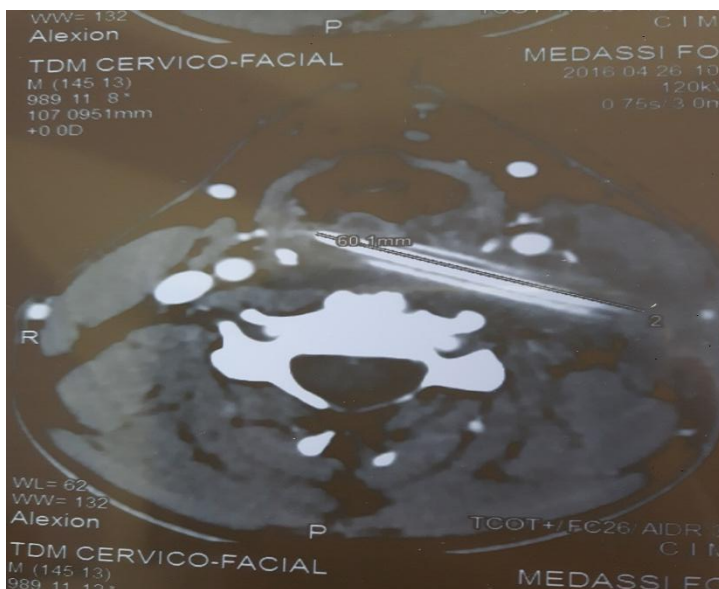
Image TDM en coupe axiale montrant les rapports vasculo-nerveux du corps étranger (crayon).
